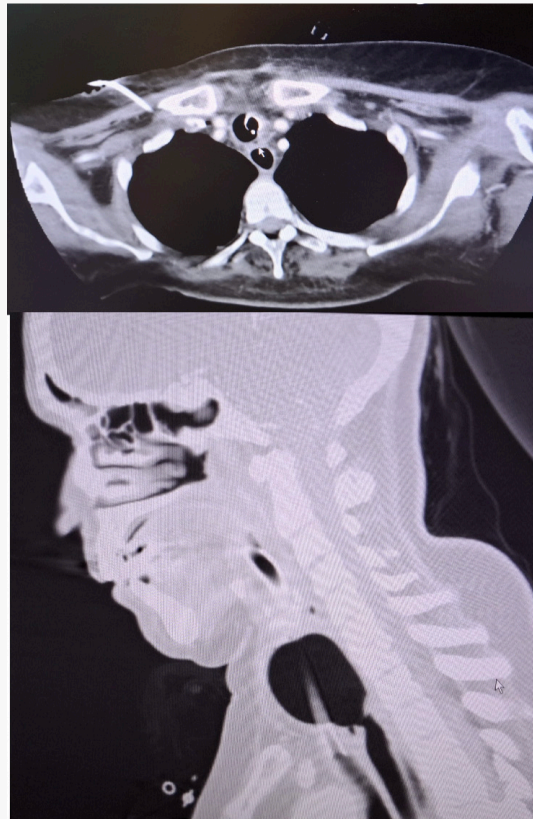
Fistül için aksiyal ve sagittal kesitlerde tomografi kesitleri.
